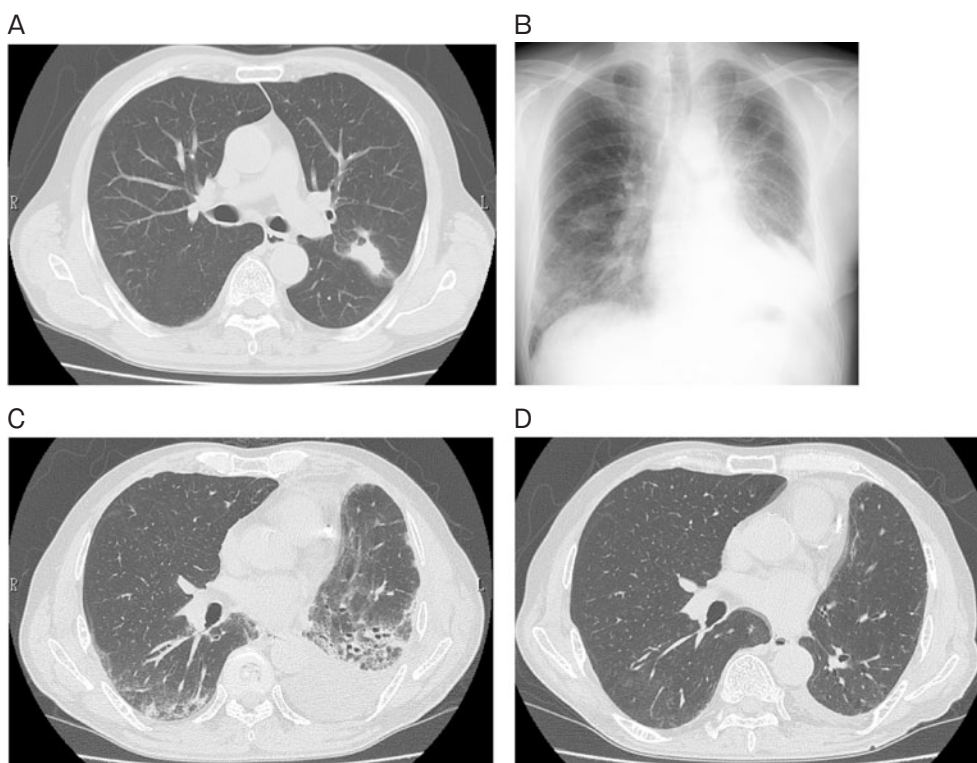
画像所見. (A) 術前の造影CTでは左S<sup>3</sup>に辺縁不整な腫瘤を認めたが、背景肺に異常所見は指摘されなかった. (B) 胸部X線写真では、左上葉切除による左横隔膜の挙上と、両側肺門部から肺底部に及ぶ左優位のすりガラス影と浸潤影を認めた. (C) 胸部CTでは右下葉と左残存肺に、牽引性気管支拡張像とその周辺に、すりガラス影を伴った胸膜直下優位に広がる fibrotic NSIP パターンの間質性変化、左胸水を認めた. (D) 治療開始後1ヶ月の胸部CTでは間質性陰影は消退した.
